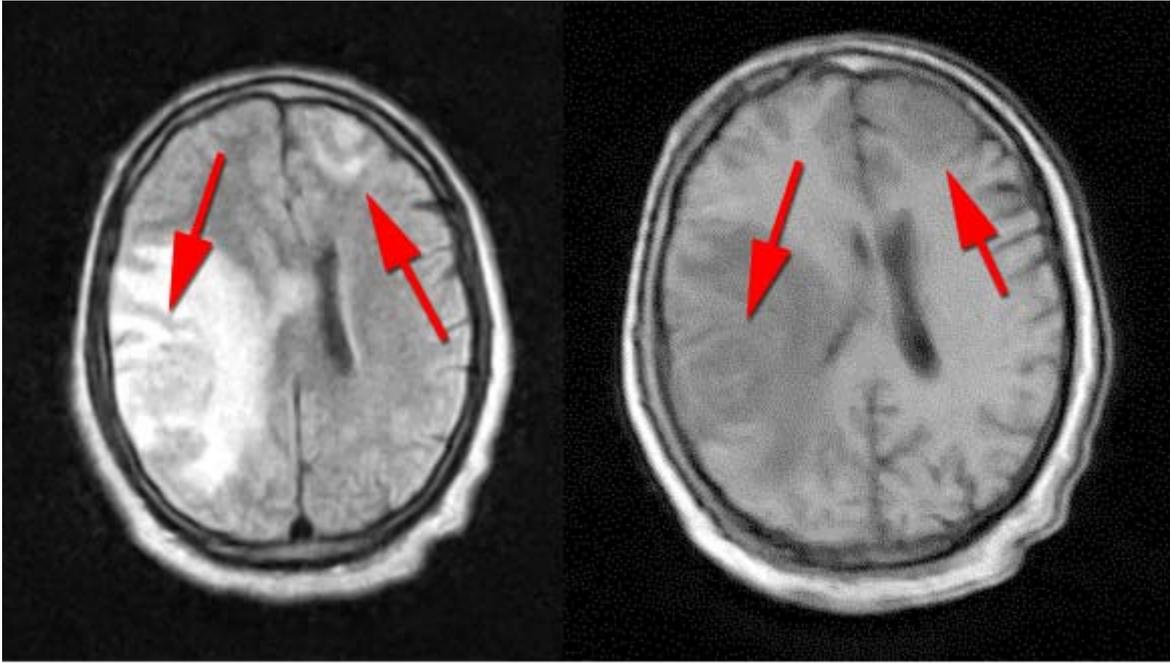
RMN de cráneo. Corte Axial FLAIR y T1.
